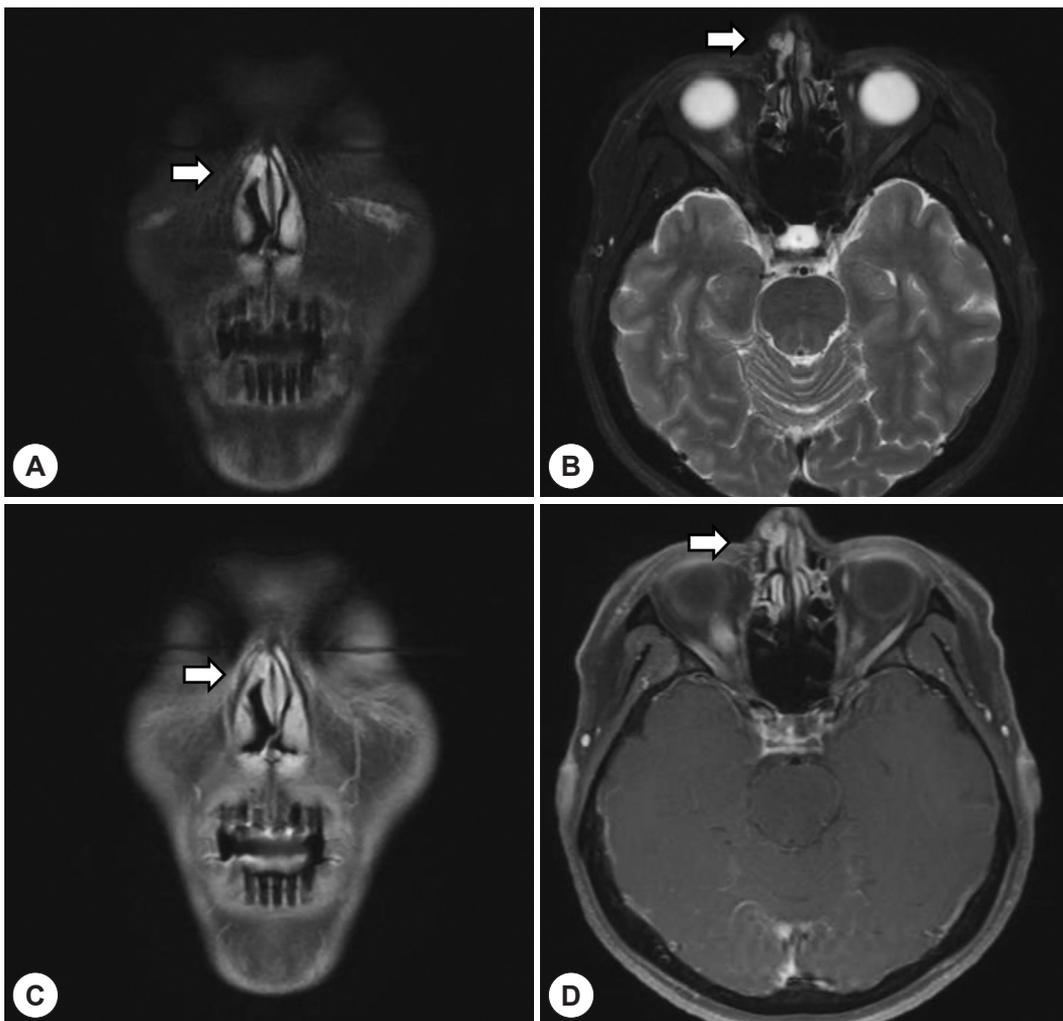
Preoperative MRI scan (A: T2WI coronal, B: T2WI axial, C: T1WI coronal, D: T1WI axial). Heterogenous nasal bone mass (white arrow) presenting high signal intensity at T2WI and moderate homogeneous enhancement (A, B) and displaying low signal intensity at T1WI (C, D).
